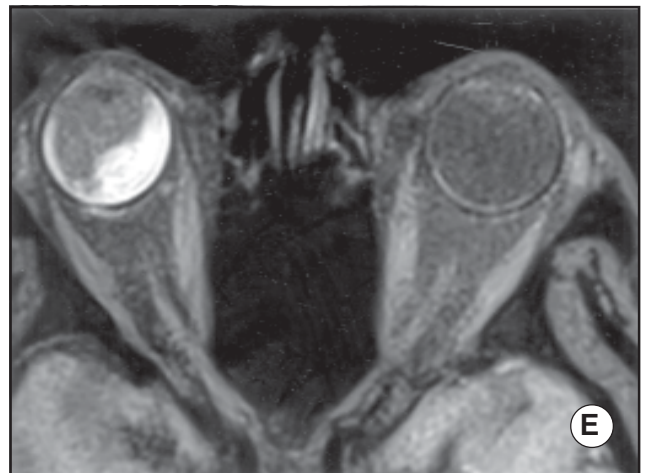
E. RM ponderado en T1 del mismo paciente, con contraste y supresión grasa, cortes axiales. Impregnación con el contraste de la masa corioidea derecha.
